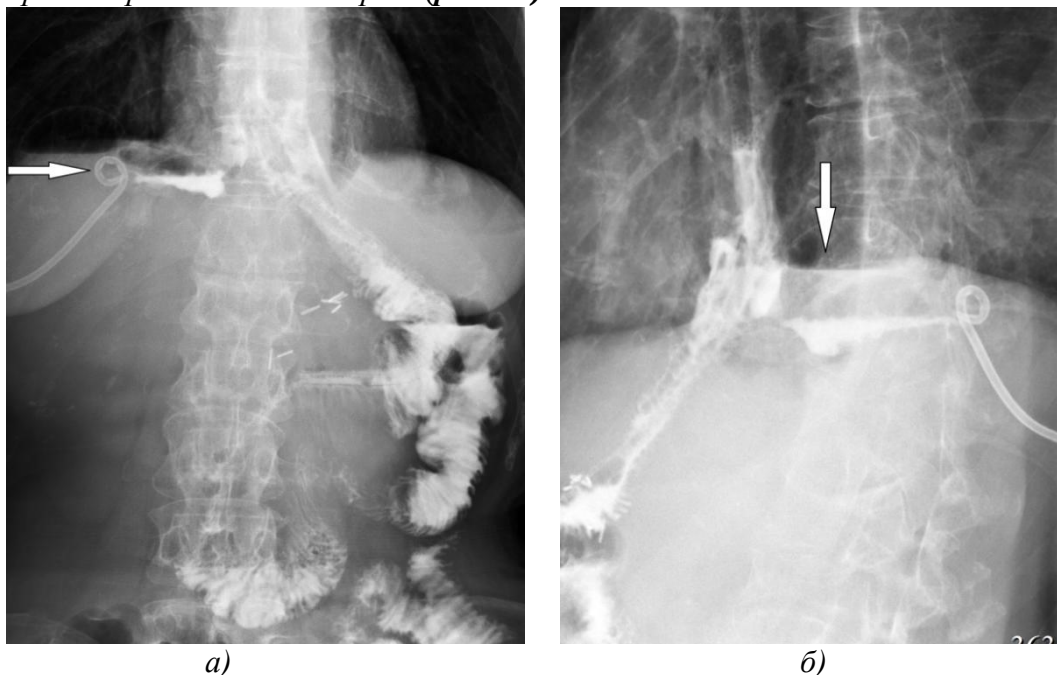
Рентгенограмма больной К., 55 лет в прямой (а) и боковой (б) проекциях: частичная несостоятельность ЭЕА с затеком в правое поддиафрагмальное пространство (показан стрелкой).
